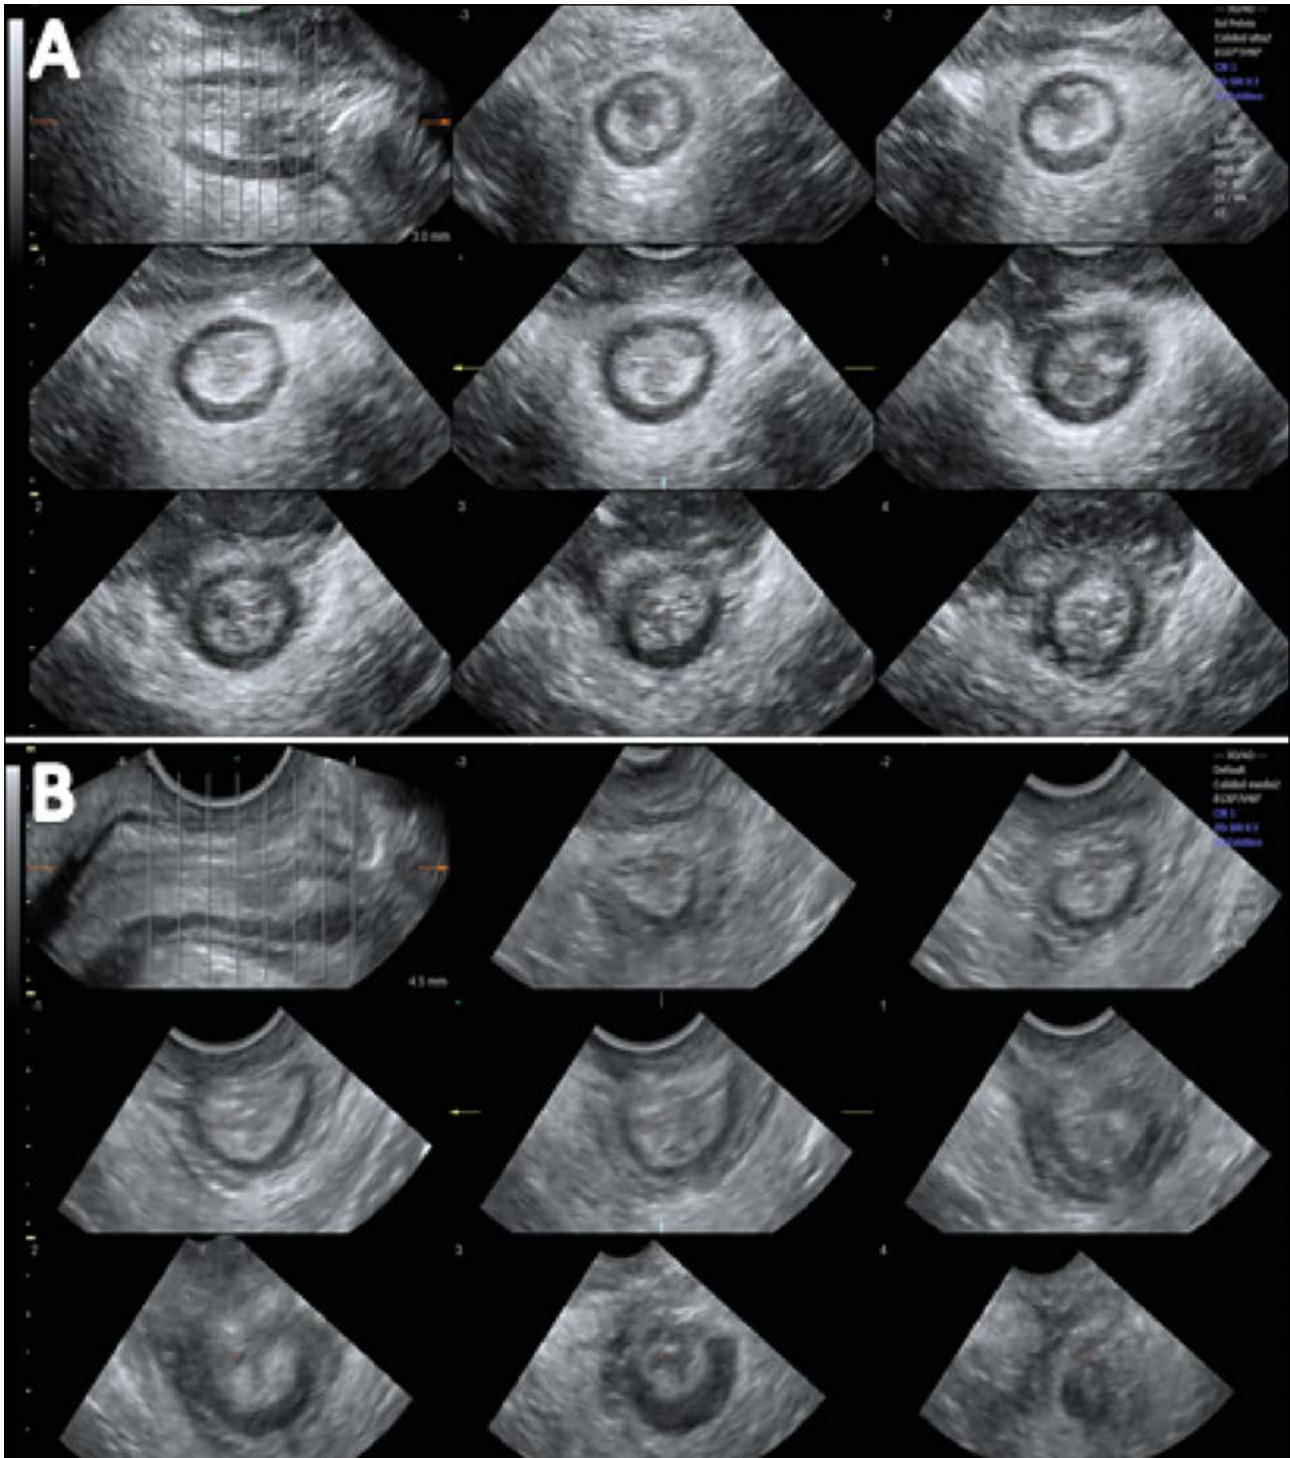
Ecografía Transperineal 3D con estudio multicorte (TUI). A: normal. B: lesión en ambos esfínteres en 5 de los 6 cortes centrales.
